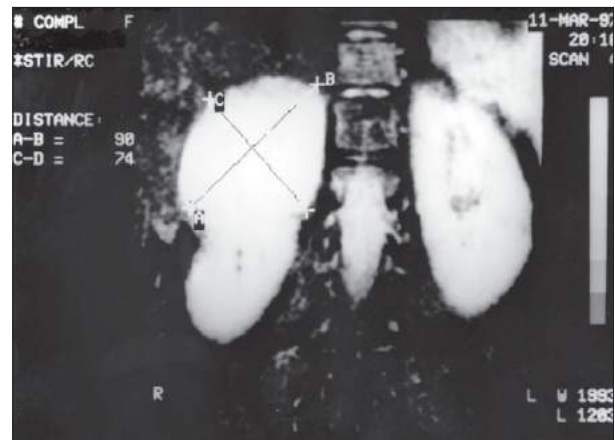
Mesmo cisto da Fig. 20.11 visto por e por ressonância nuclear magnética e tratado por laparoscopia.
